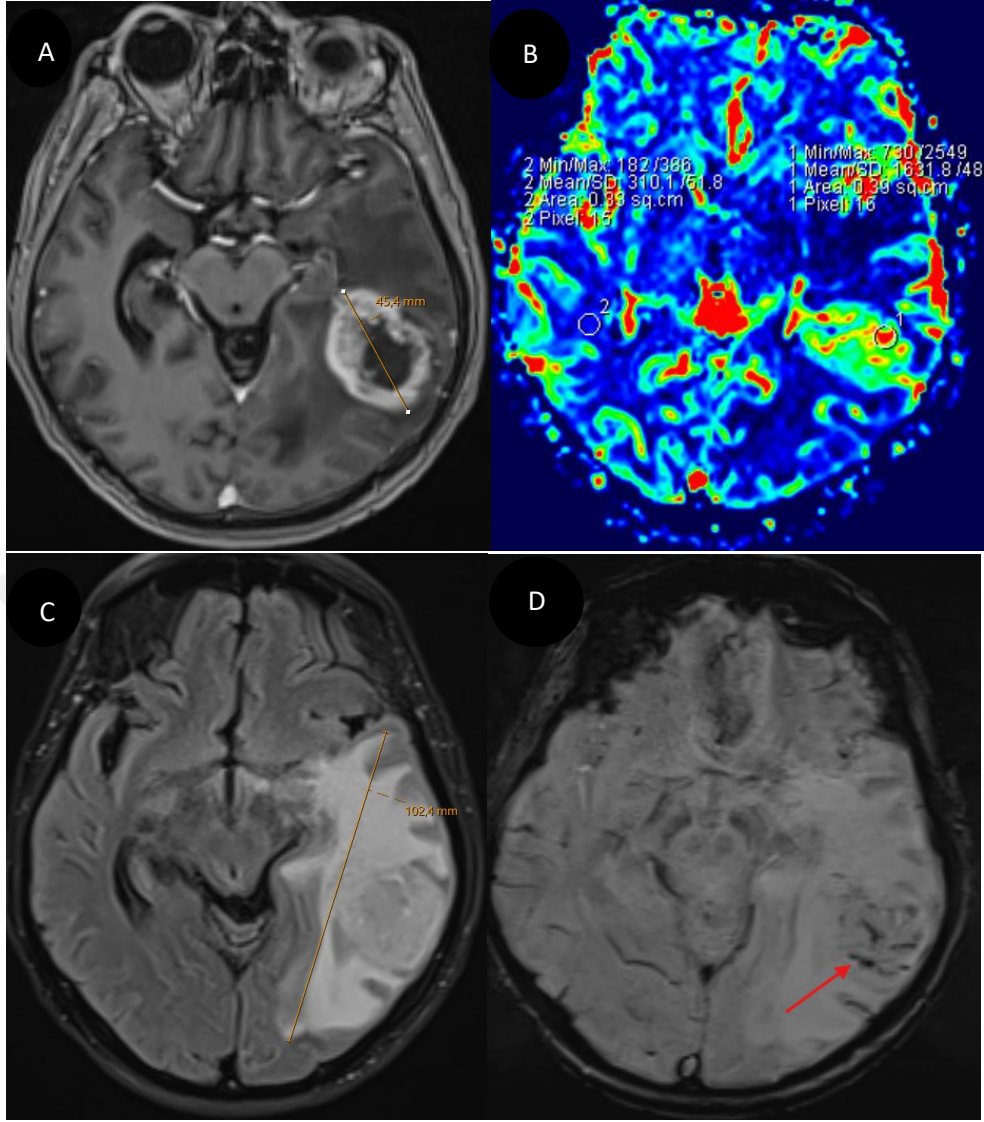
Örnek Olgu 2: Glioblastom, IDH-wild tip tanılı olguda T1A 3D MPRAGE seride (A) santrali nekrotik çevresel kontrastlanan bilobüle lezyon izlenmektedir. Lezyonda belirgin perfüzyon artışı mevcut olup hem lezyondan ve hem de karşı beyaz cevherden ölçümler yapılmıştır (B). T2 FLAIR seride (C) tümör çevresindeki ödem izlenmektedir. Tümör ve peritümöral ödemin en uzun aksı ile ödem-kontur uzaklığı ölçümleri yapılmıştır. SWI’da (D) kanama-kalsifikasyon alanları izlenmektedir. DWI’da (E) difüzyon kısıtlayan alan ok ile gösterilirken, ADC haritasında (F) bu alandan ve karşı beyaz cevherden yapılan ölçümler izlenmektedir.
